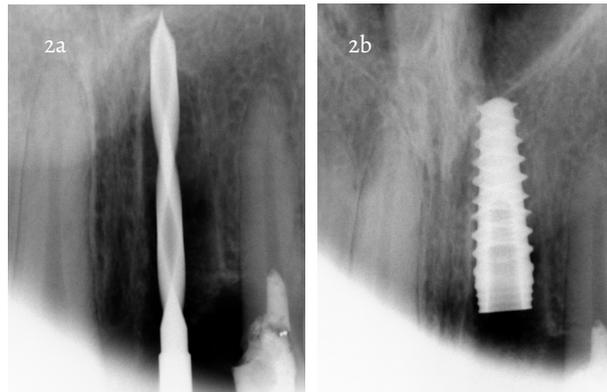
a) Radiografía de la fresa inicial, b) implante en posicionamiento tridimensional adecuado dentro del alvéolo
